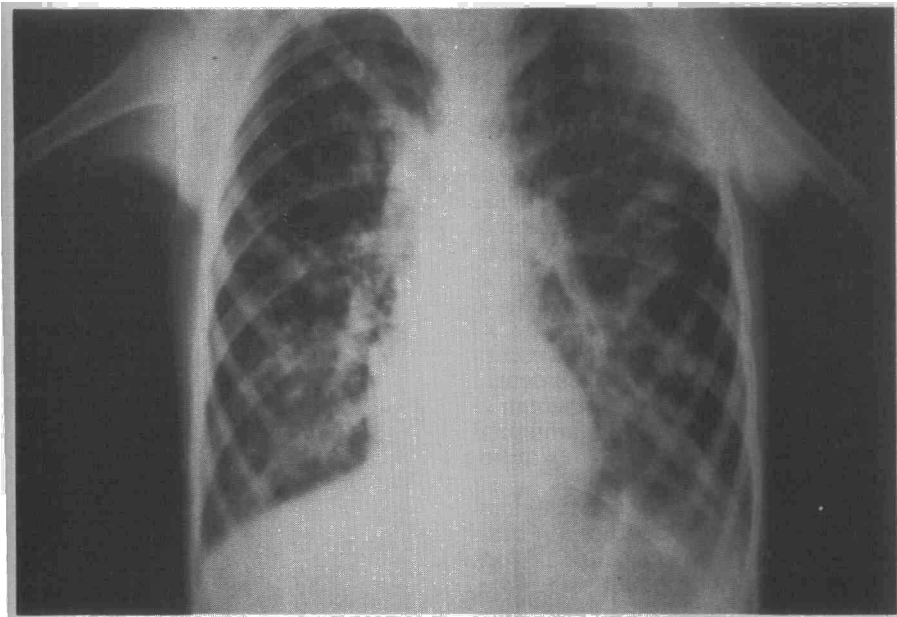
Las imágenes de «blob» son visibles en la radiografía anteroposterior. En este caso son múltiples, bilaterales y de tamaño variable: nódulos de bordes poco definidos, tamaño pequeño y de situación media.
